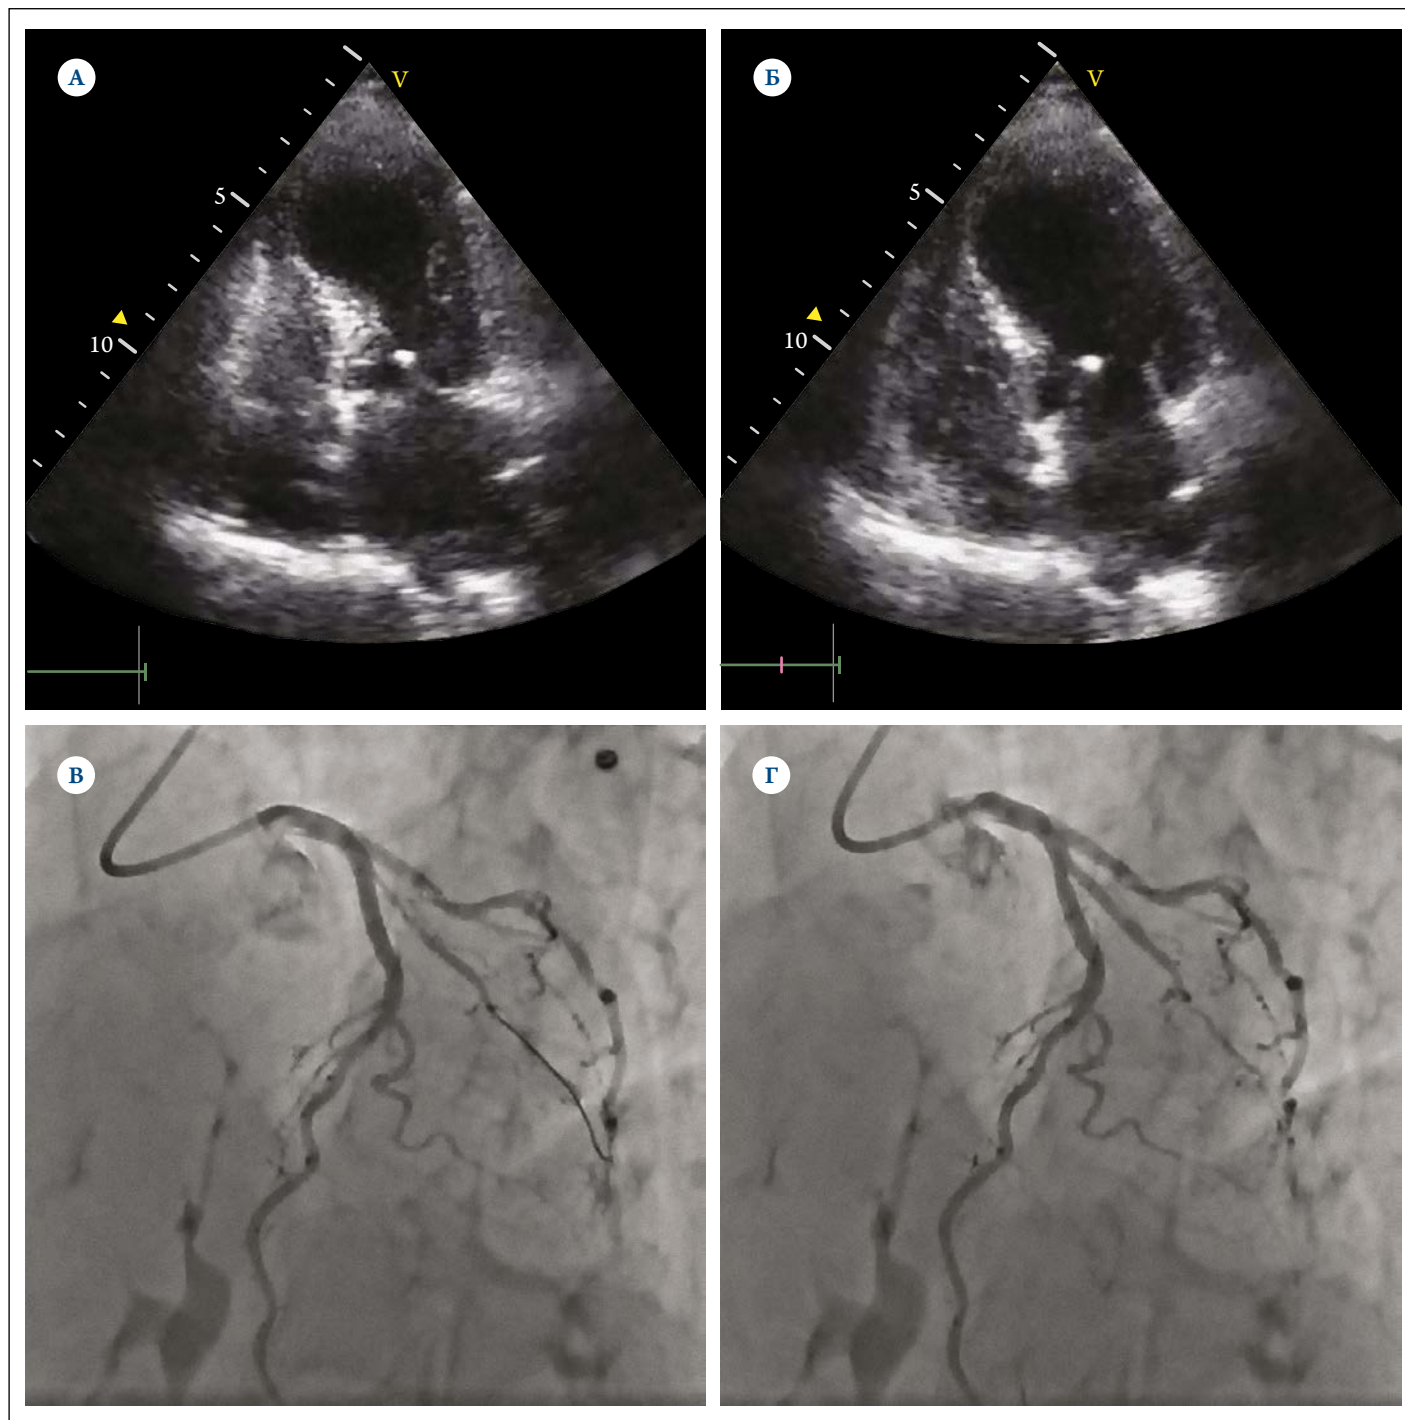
Эхокардиограммы и коронарограммы первой пациентки при поступлении.
